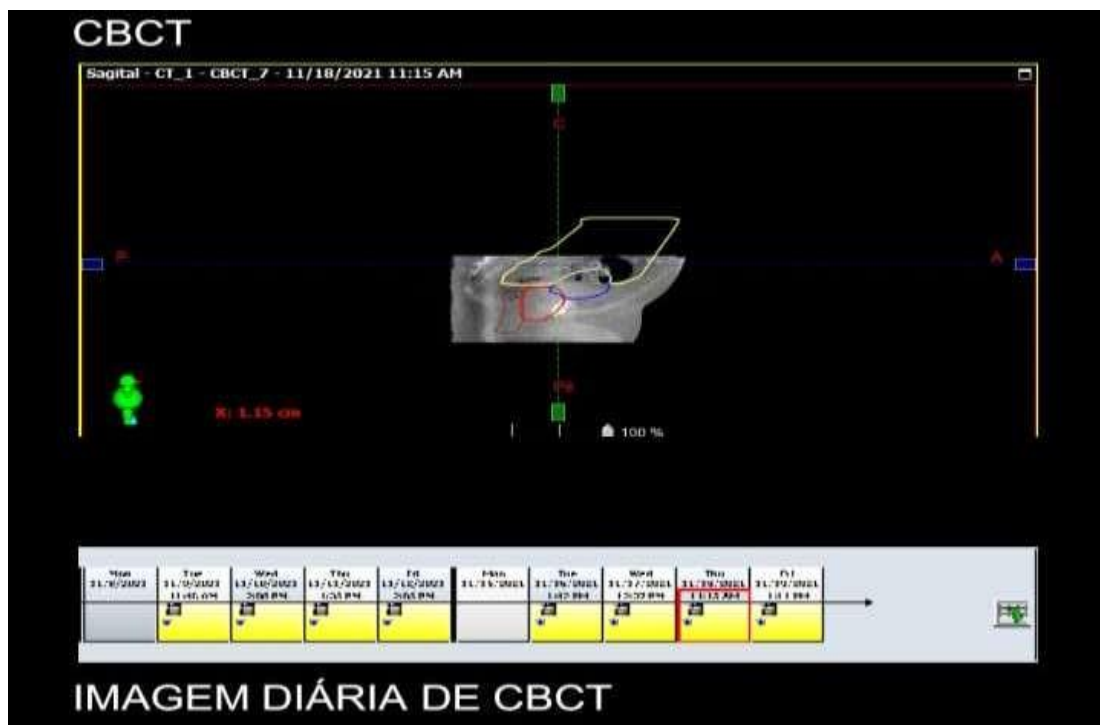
Imagens de CBCT diário
